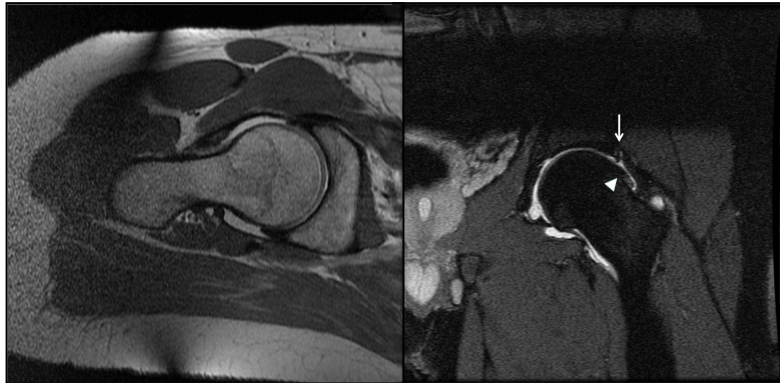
Imagen de RM (izquierda) y artro-RM (derecha) La artro-RM permite valorar lesiones del labrum (flecha blanca) y gibas femorales (punta de flecha blanca).
